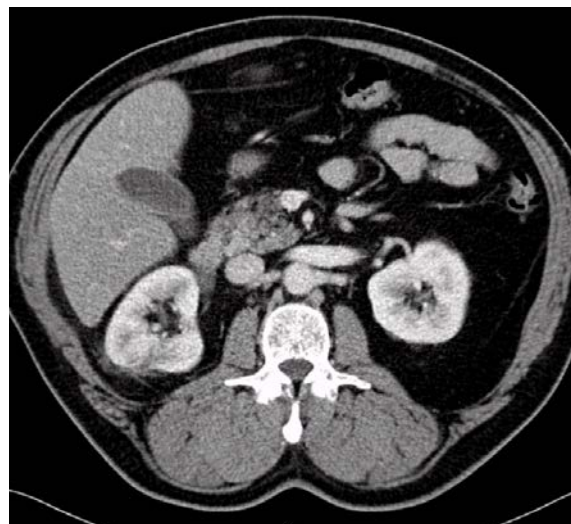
CT: sagittal section at the level of the cystic lesion of the right kidney after drainage
